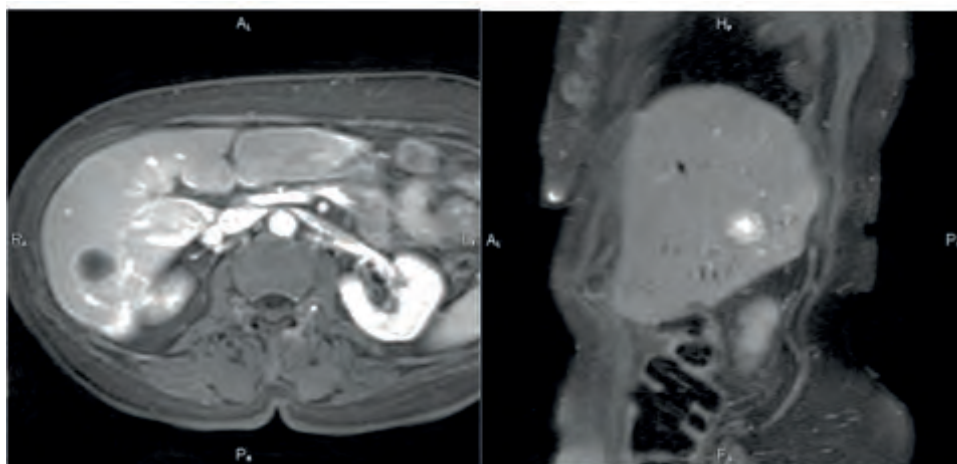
During MRI of the abdominal cavity and retroperitoneal space in the same patient - a lesion mts in the VII segment of the right lobe of the liver
